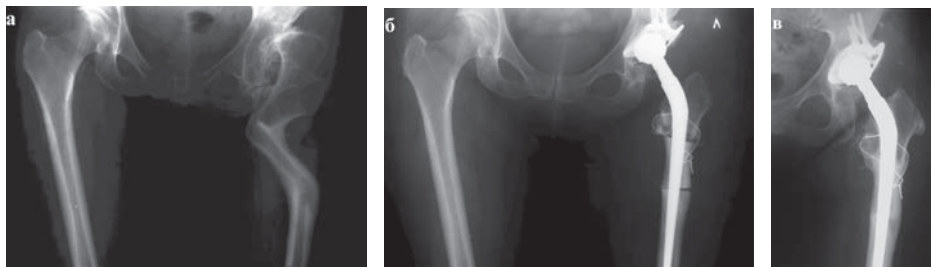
Рентгенограммы ТБС больной 56 лет.
